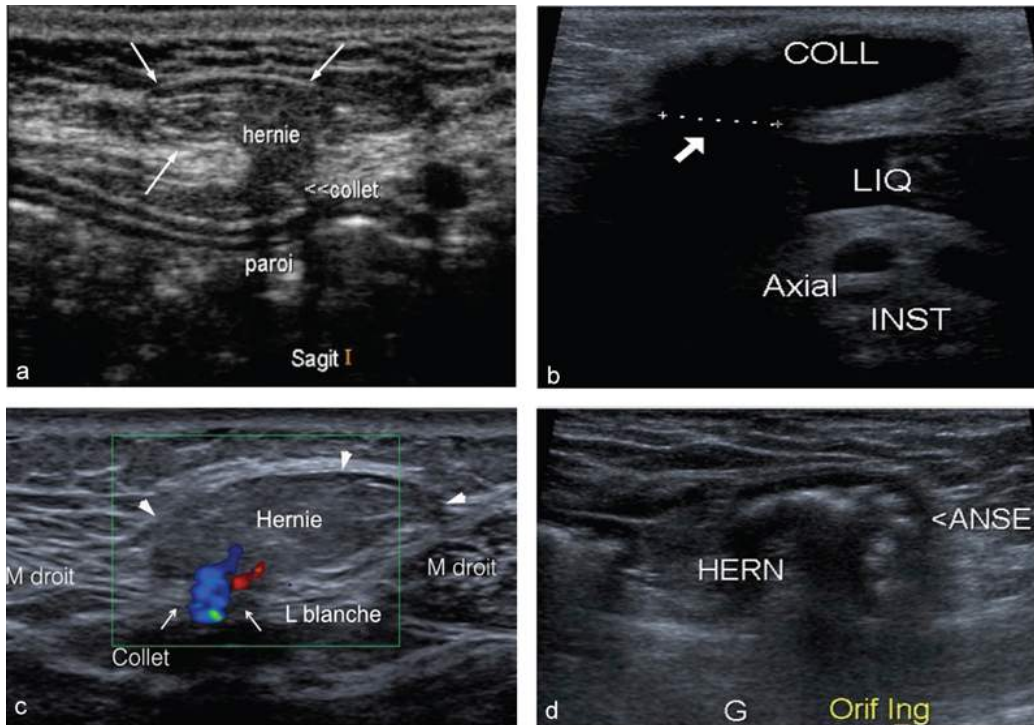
Coupes échographiques et Doppler couleur montrant différents contenus herniaires.
